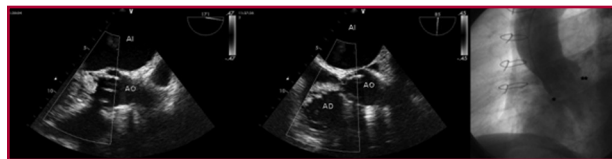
Fuga perivalvular aórtica (AO) (izquierda) y fistula a aurícula derecha (AD) (centro) en ecocardiograma transesofágico. Fuga perivalvular () y fistula (*) en angiografía (derecha).
